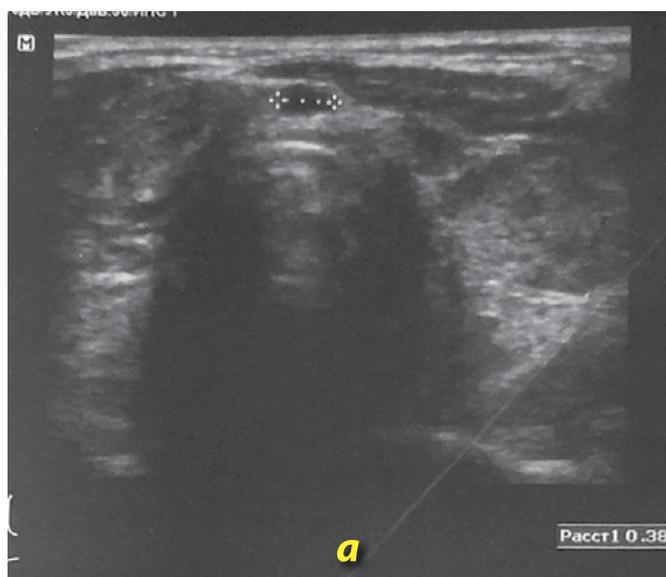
(а, б). УЗИ щитовидной железы больной А. (от 13.11.2018 г.). Пояснения – в тексте
